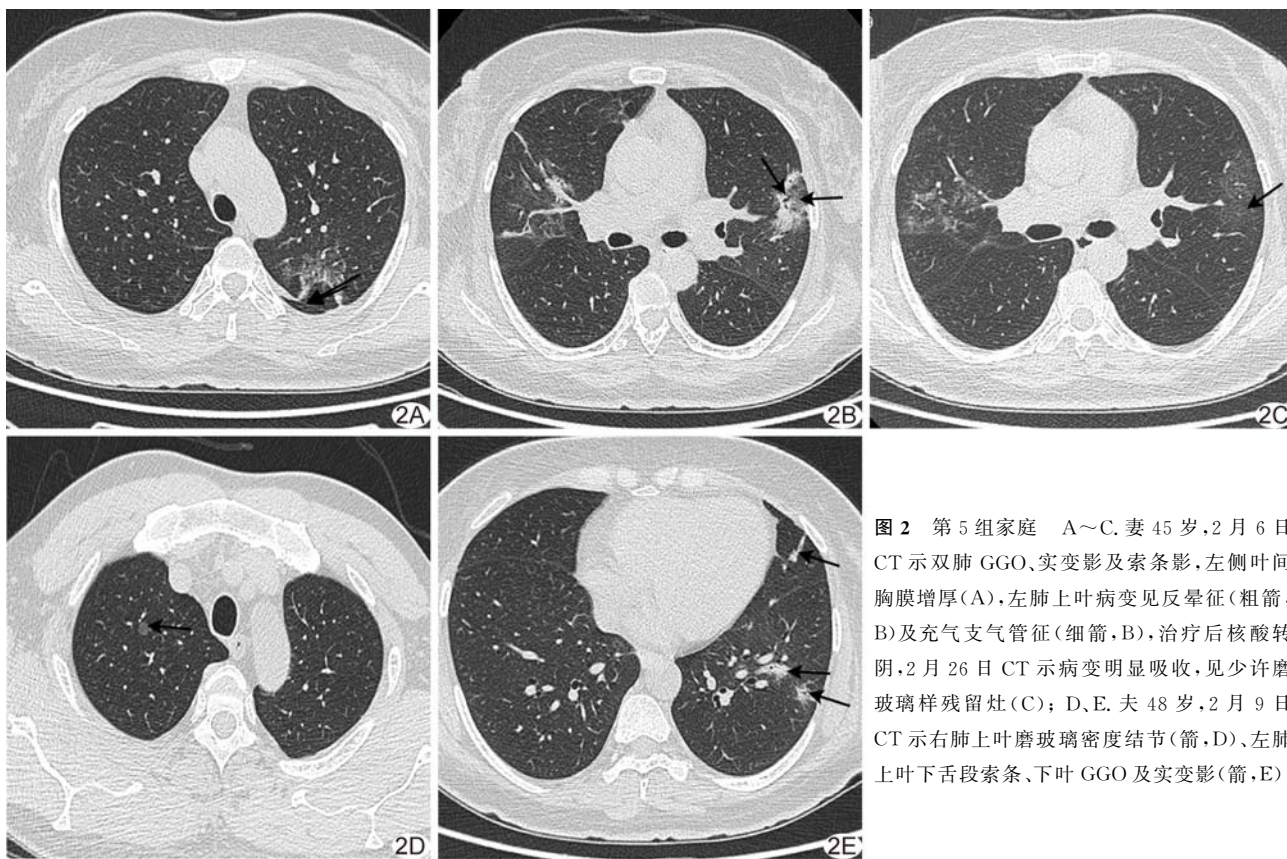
第 5 组家庭 A~C. 妻 45 岁, 2 月 6 日 CT 示双肺 GGO、实变影及索条影, 左侧叶间胸膜增厚(A), 左肺上叶病变见反晕征(粗箭, B)及充气支气管征(细箭, B), 治疗后核酸转阴, 2 月 26 日 CT 示病变明显吸收, 见少许磨玻璃样残留灶(C); D、E. 夫 48 岁, 2 月 9 日 CT 示右肺上叶磨玻璃密度结节(箭, D)、左肺上叶下舌段索条、下叶 GGO 及实变影(箭, E)
